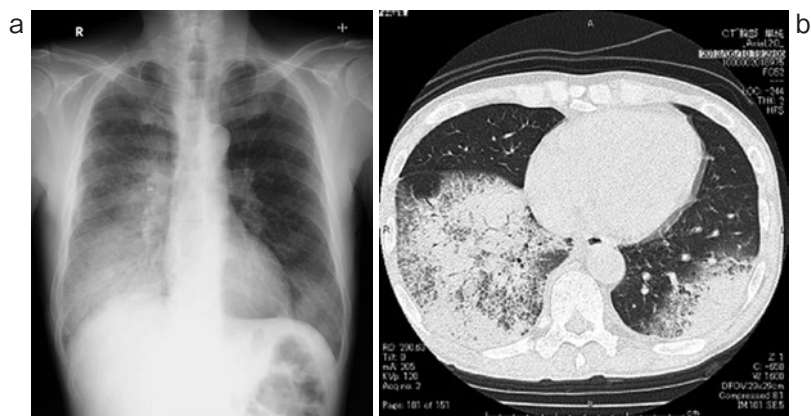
(a) 入院時胸部 X 線写真. 両側下肺野に浸潤影を認める. (b) 入院時胸部 CT. 両側下葉に気管支透亮像を伴うコンソリデーションと周囲の浸潤陰影を認める.
